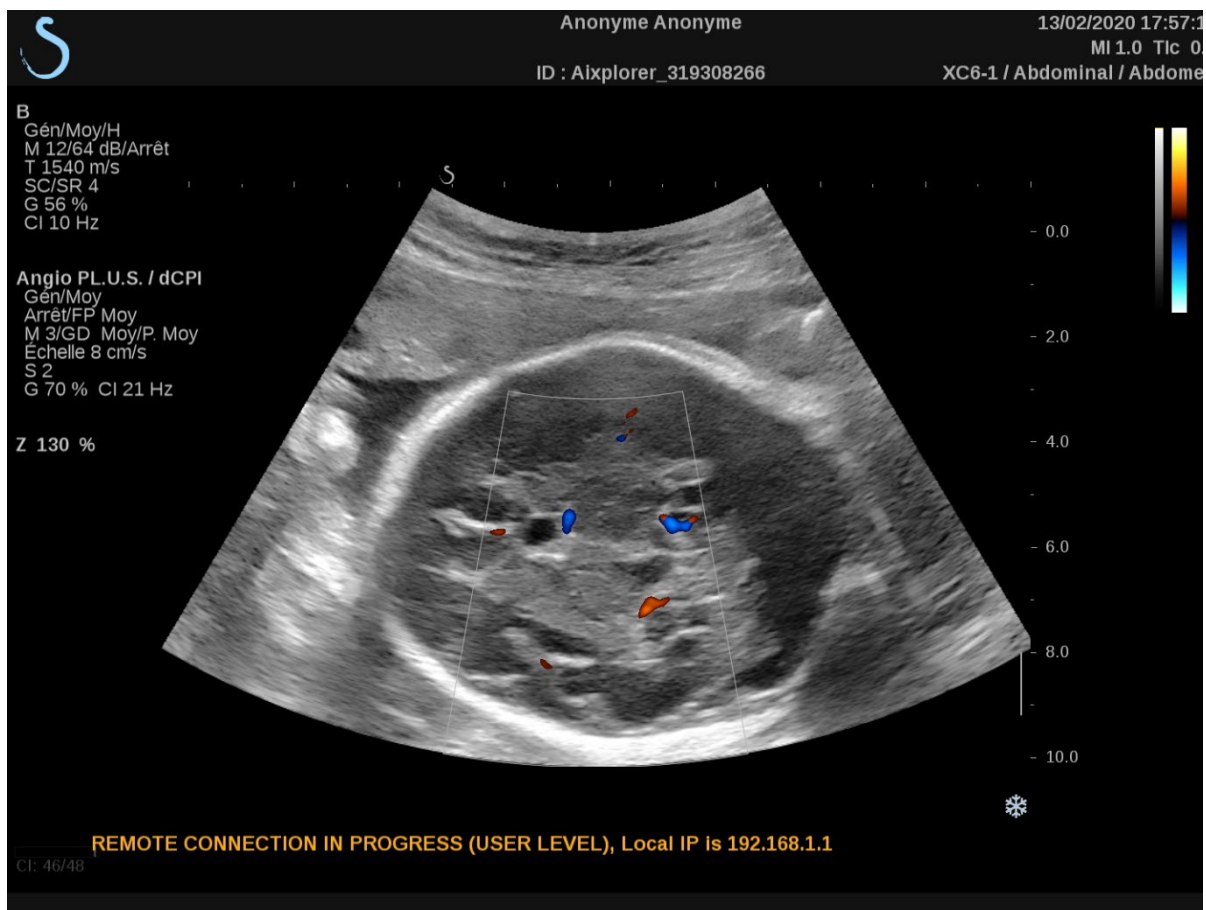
Perfusion du cerveau fœtal que l'on obtient avec le mode Doppler AngioPlus de l'Aixplorer dans le même plan que celui de la Figure 11.
